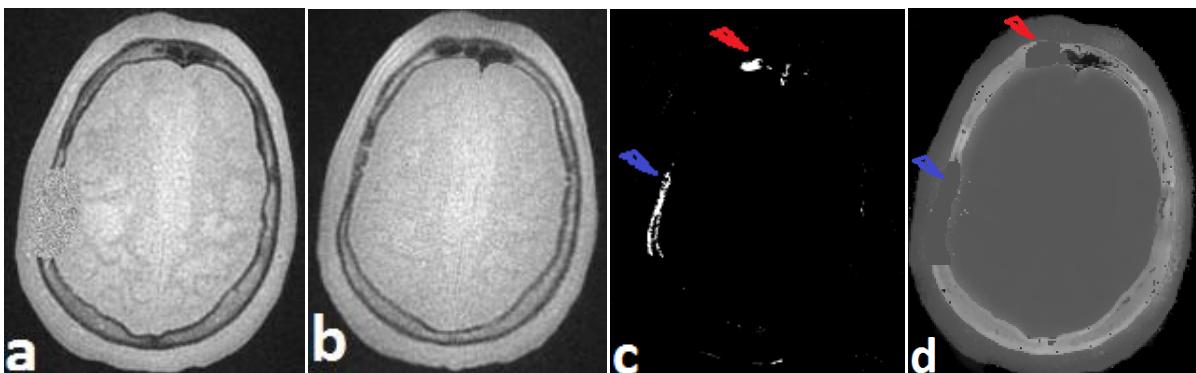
Patient avec trou dans l'os pariétal artificiellement généré. a) IRM patient avec trou généré ; b) atlas IRM déformé sur a) ; c) différence relative de b) par rapport à a) avec un fenêtrage à partir de 0.5 (sans unité) ; d) génération du pCT + assignation postérieure de 0 HU aux voxels c) d'intensité supérieure à 0.5. Les flèches en violet et rouge sont des aides aux explications dans le texte.
